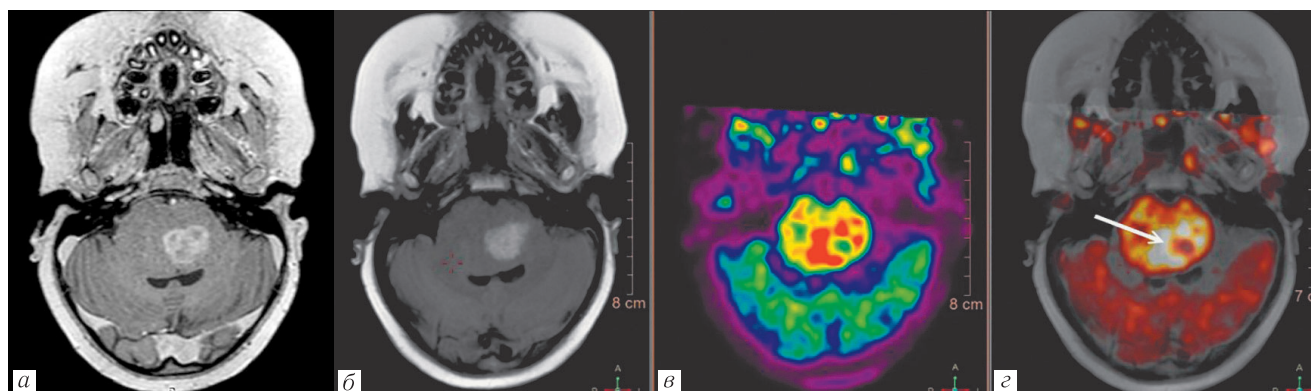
Диффузная глиома моста головного мозга: *а* — T1-ВИ с контрастированием; *б* — FLAIR; *в* — ПЭТ; *г* — совмещение МРТ и ПЭТ. Опухоль с характерным увеличением объема варолиева моста отличается гиперинтенсивным сигналом в левой половине моста, совпадающим с контрастированием. Высокий захват ^{11}C -метионина охватывает весь объем моста, что подтверждает его тотальное поражение. Максимум захвата радиотрейсера с некротическим центром (стрелка) топографически совпадает с участком контрастирования на МРТ
